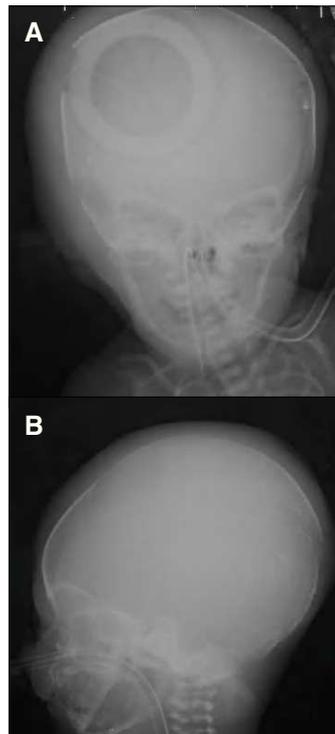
Radiografía anteroposterior (A) y lateral (B) de cráneo donde se observa fractura parietooccipital derecha (óbviese artefacto de incubadora).
